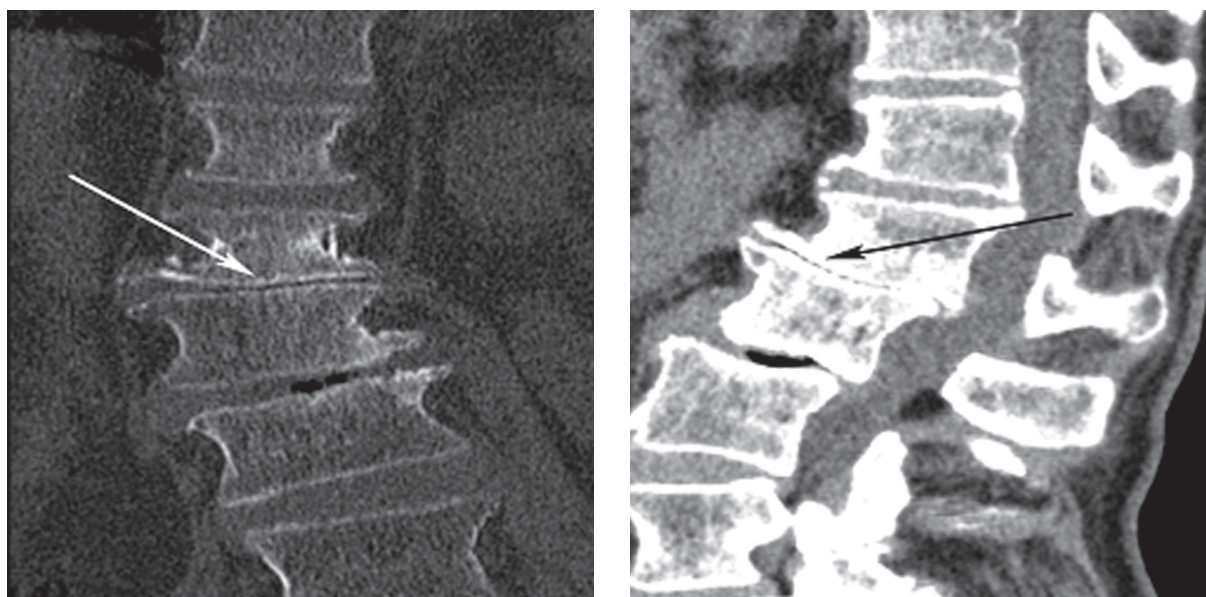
МСКТ. Реконструкция компьютерных томограмм во фронтальной и сагиттальной плоскости (MPR). В субхондральных отделах тел L2, L3 позвонков участки остеосклероза (стрелка). «Вакуум-феномен» в межпозвонковом диске L3-L4
